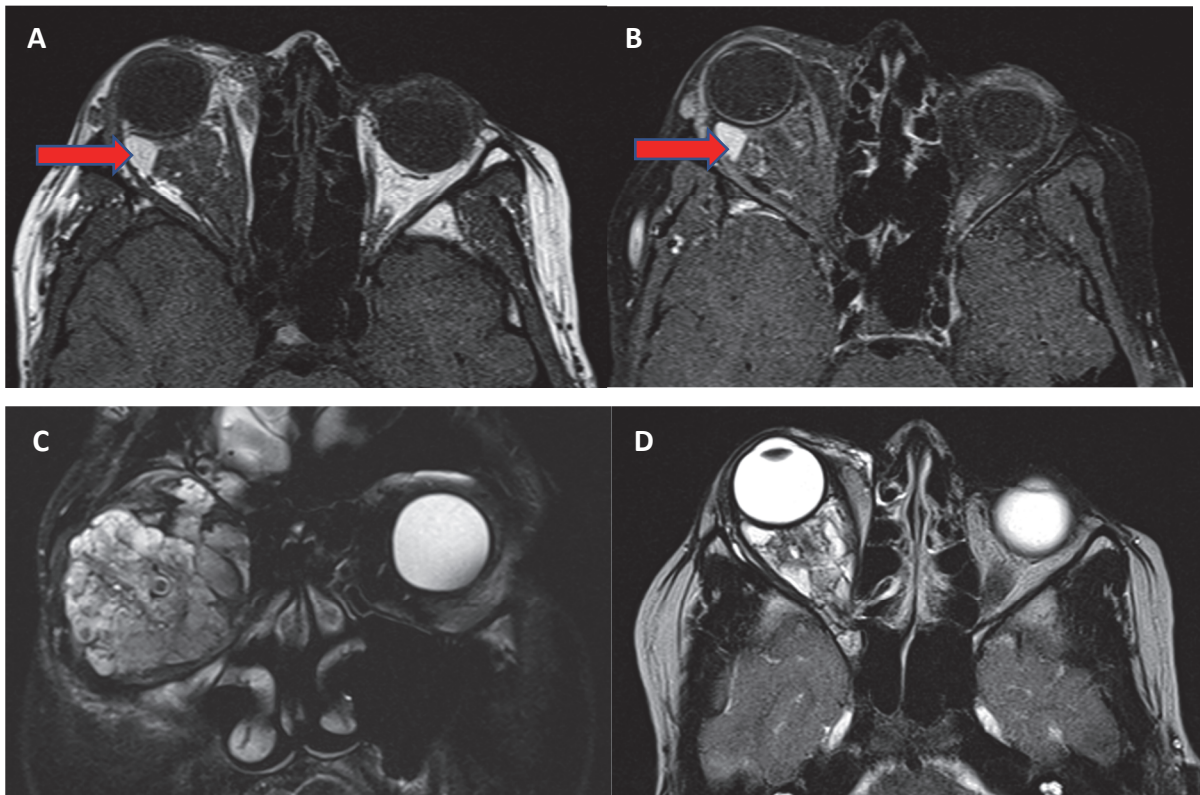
IRM orbitaire. A. Coupe axiale T1. B. Coupe axiale T1 avec injection et suppression du signal de la graisse. C. Coupe frontale T2. D. Coupe axiale T2.
